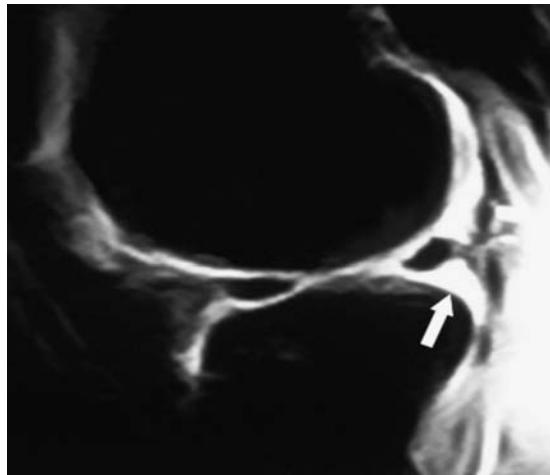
Complete floating meniscus. Sagittal STIR MR image shows the posterior horn of lateral meniscus completely surrounded by fluid and lifted > 5 mm from the tibial plateau (arrow). B: coronal GE-weighted image of the same case (arrow).
